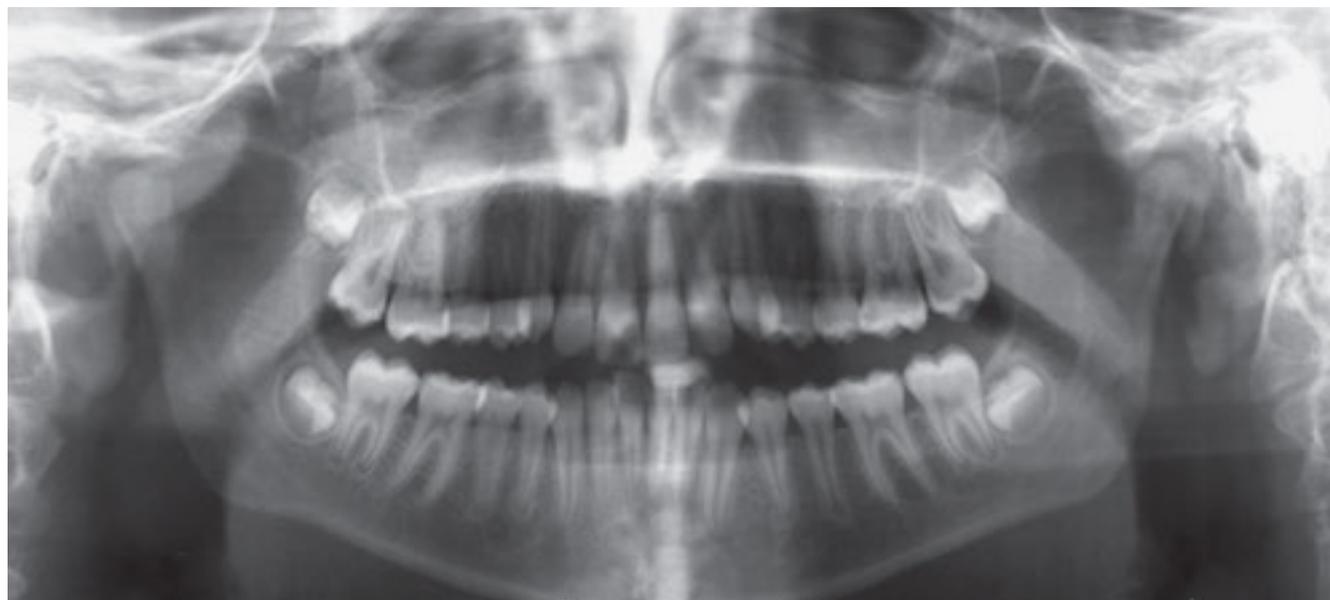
Orthopantomogramm vor Beginn der kieferorthopädischen Therapie im Jahr 2008: Apikal bei Zahn 43 kann eine unscharf begrenzte Aufhellung ausgemacht werden, die jedoch schwierig vom regulären Knochen abzugrenzen ist.
